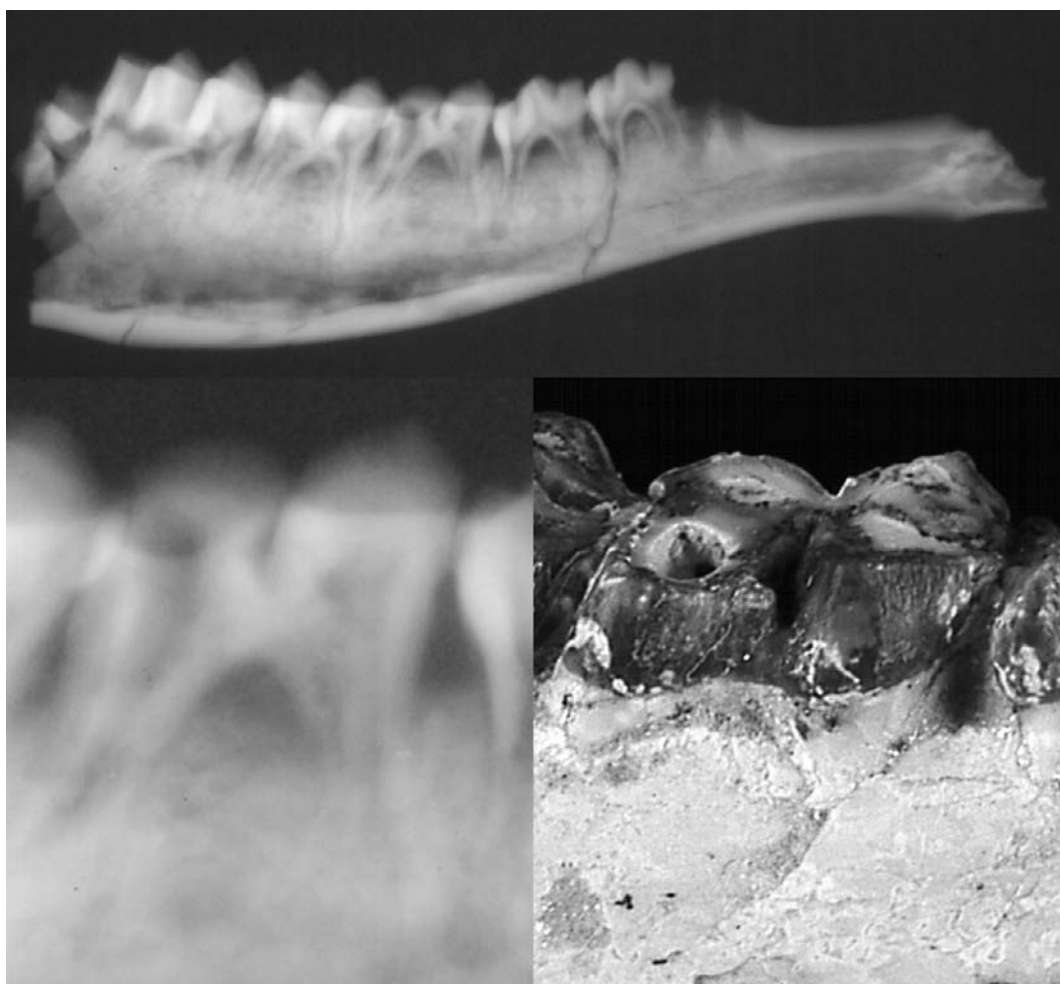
Radiografía de la cara labial de la hemimandíbula SOM'N-2206. La imagen superior de la figura muestra la radiografía completa. Las imágenes inferiores muestran una radiografía de detalle y una ampliación de la fotografía de M_1 .
